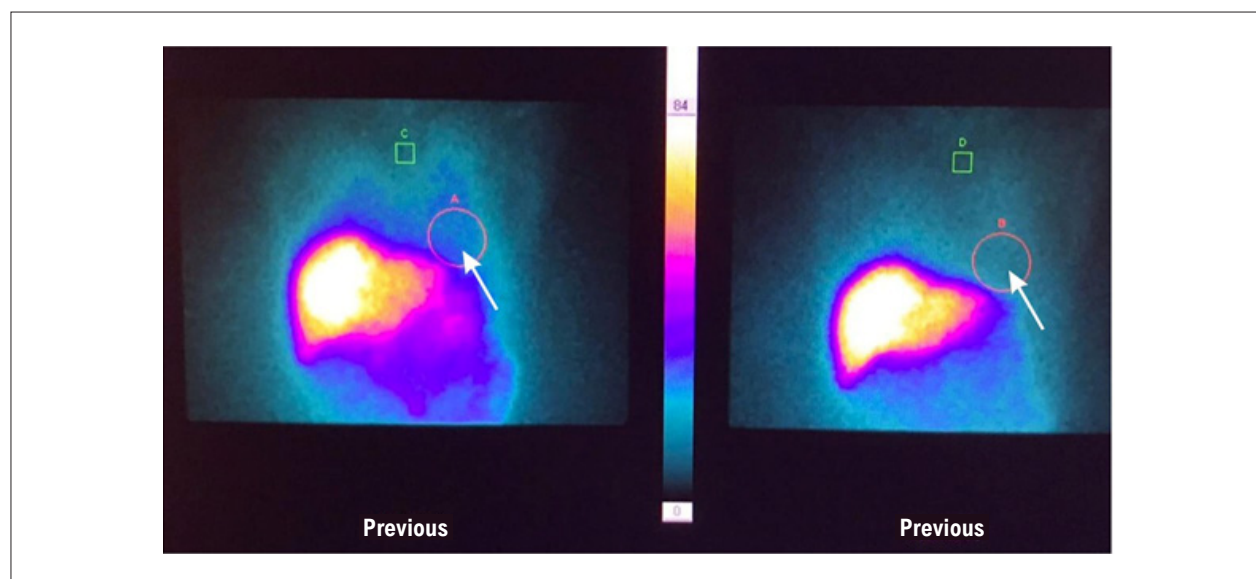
Planar images of 123I-mIBG cardiac scintigraphy show marked low radiotracer uptake in cardiac topography (arrow). The heart/mediastinum ratio was 1.31 (early) and 1.23 (late). The washout rate was 35%. These data suggest severe impairment of myocardial sympathetic innervation, characteristic of Parkinson's disease.
